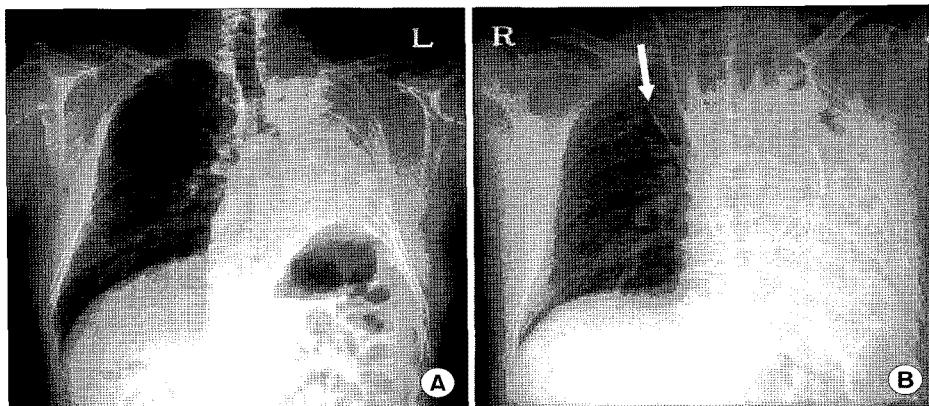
(A) A pre-operative chest radiography shows a shift of the trachea and mediastinum to the left side and hyperinflation of the right lung. (B) An immediate post-operative chest radiography shows the chest tube inserted in right pleural cavity through mediastinal pleura (white arrow).
